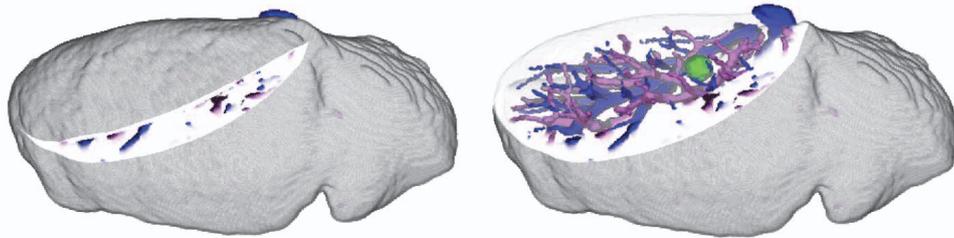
患者個人の三次元 CT 画像を用いた臓器切除・変形を伴う肝切除プロセスのシミュレート結果
